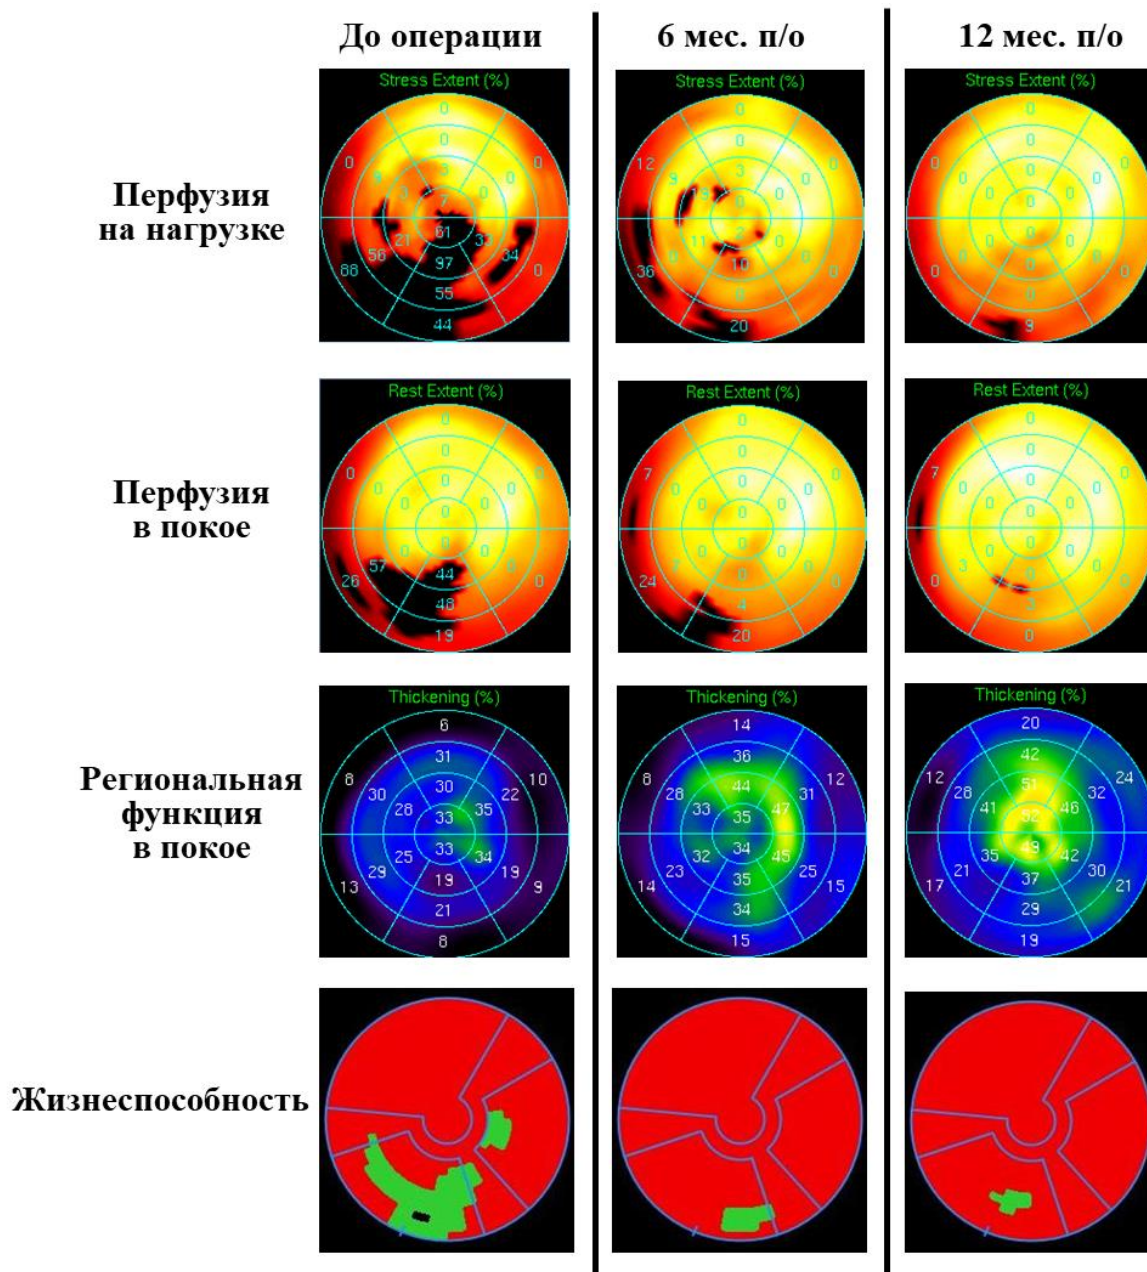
Данные радионуклидной томографии миокарда ЛЖ пациента Т., 61г. (АКШ+методика ЮрЛеон).
